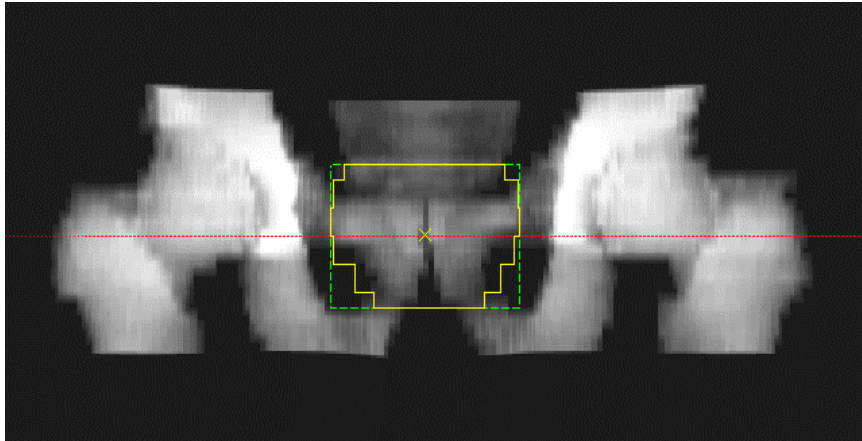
1. DRR d'après des images d'IRM après assignation de densités électroniques.
